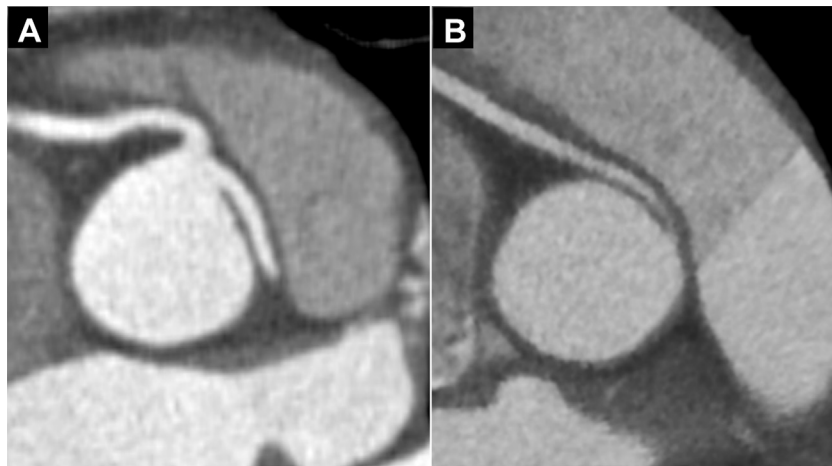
Images tomographiques (scanner coronaire) d'anomalies de connexion coronaire gauche (panel A) et droite (panel B) avec un trajet préaortique (ou interartériel).
